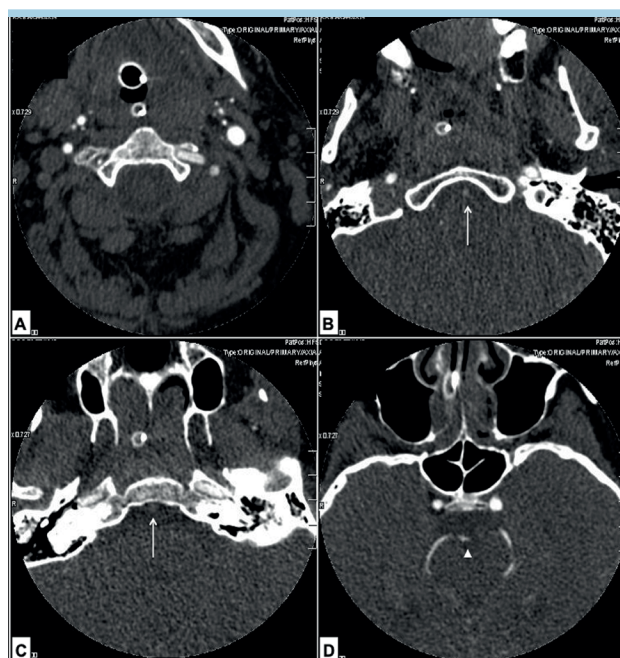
Caso 4. L'angio-tomografia mostra la pervietà delle arterie vertebrali, con dominanza sinistra (A), il difetto di opacizzazione da parte del mezzo di contrasto del tronco dell'arteria basilare (freccie in B e C) con visualizzazione dell'apice (punta di freccia in D).
